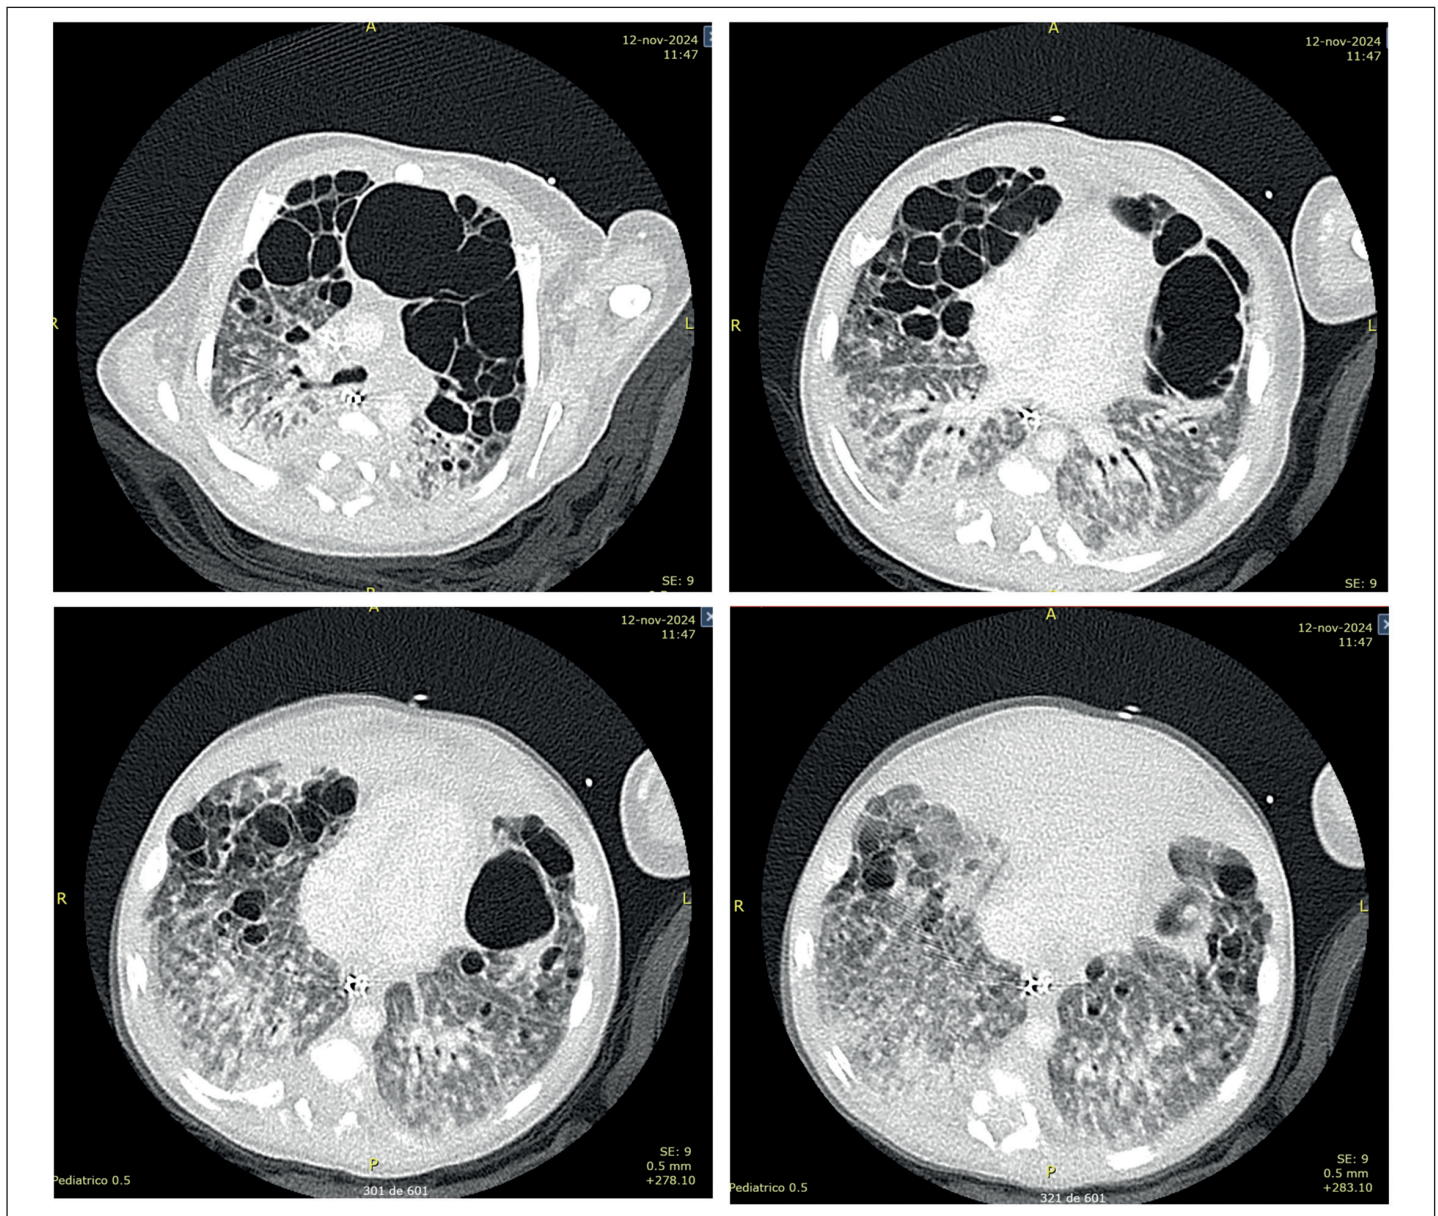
TC de tórax con contraste: Múltiples bulas de diferente tamaño, de predominio en los lóbulos pulmonares superiores y medio. Opacidades en vidrio esmerilado en ambos campos pulmonares. Presencia de micronódulos bilaterales y difusos.
